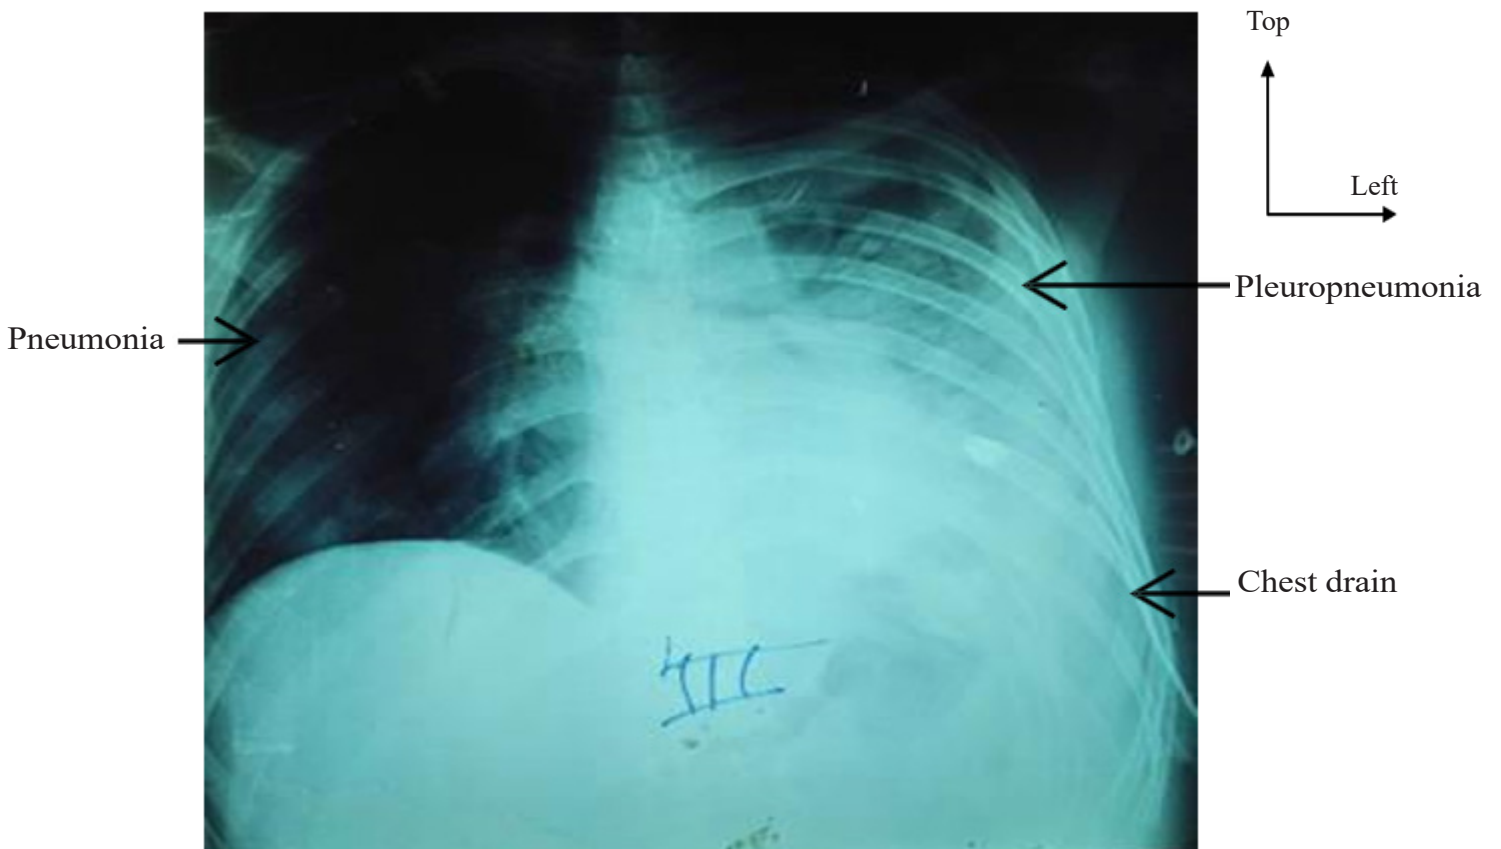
Frontal chest X-ray at D5 post-op.
